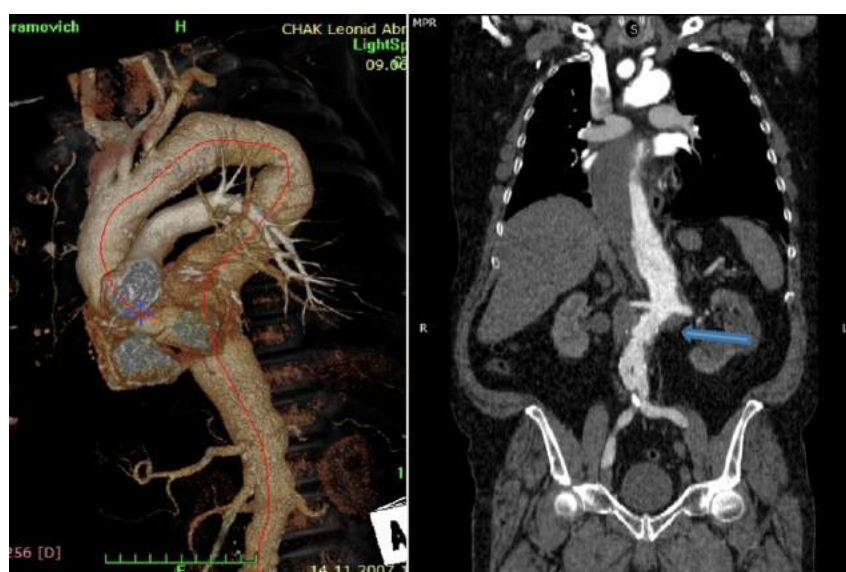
МСКТ аорты пациентки после стентирования НГА, стрелками указана зона перегиба стент-графта
